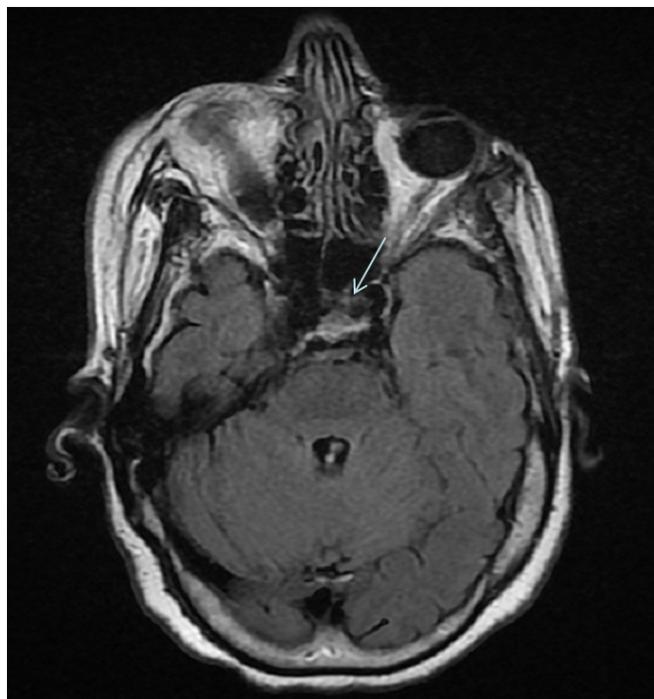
IRM : Fistule carotido-caverneuse droite et dilatation bilatérale des deux veines ophtalmiques supérieures.
